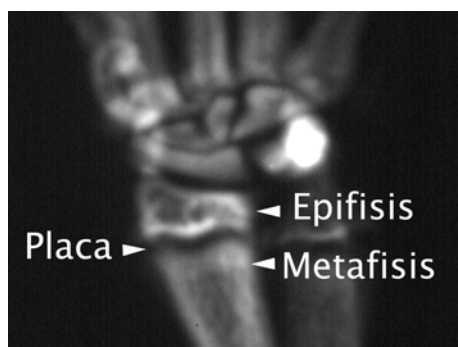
Radiografía de la extremidad superior de ratita
